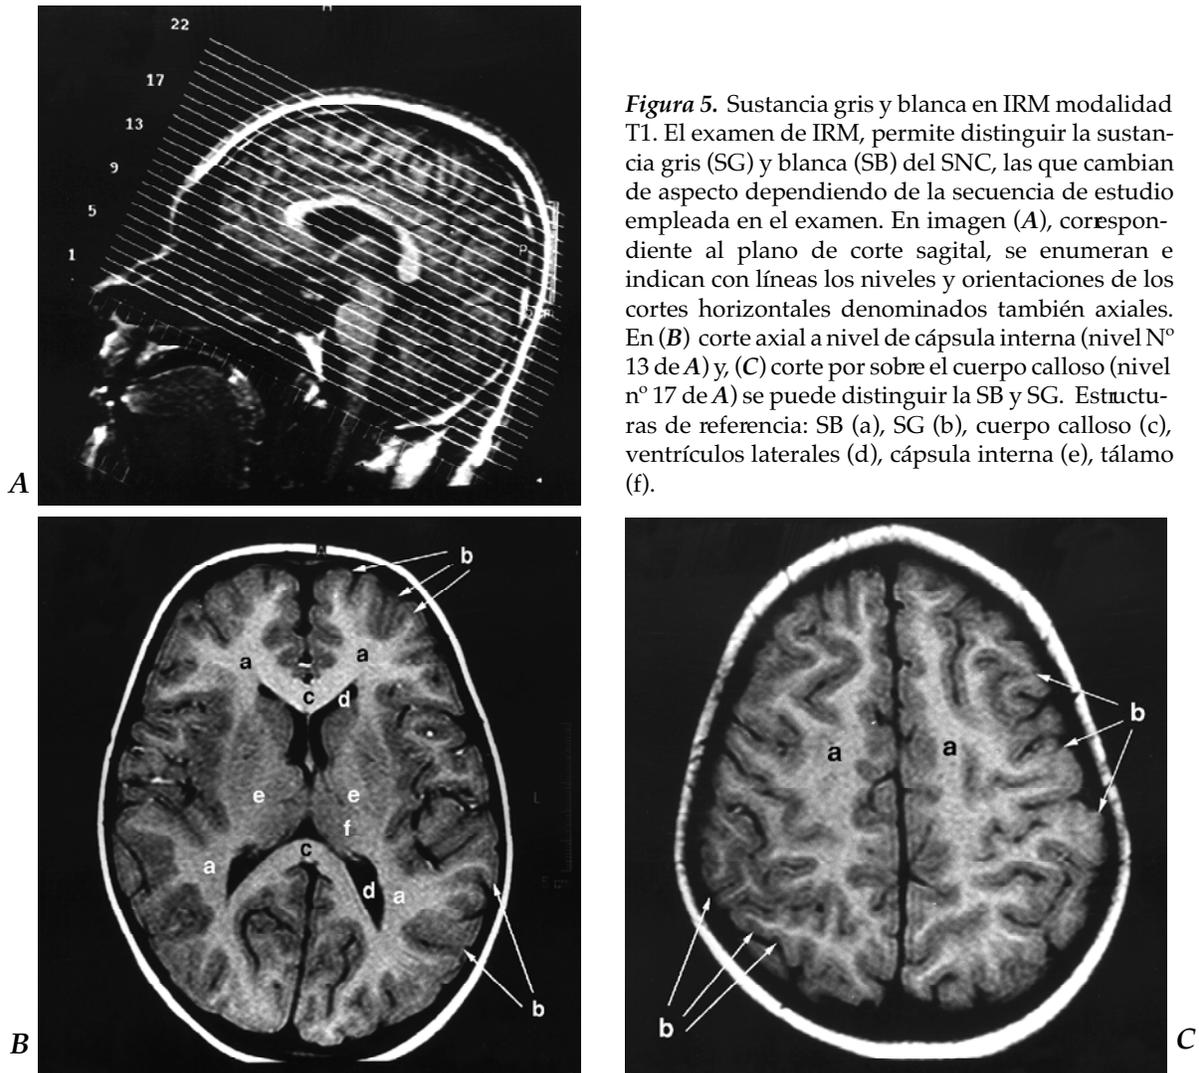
Sustancia gris y blanca en IRM modalidad T1. El examen de IRM, permite distinguir la sustancia gris (SG) y blanca (SB) del SNC, las que cambian de aspecto dependiendo de la secuencia de estudio empleada en el examen. En imagen (A), correspondiente al plano de corte sagital, se enumeran e indican con líneas los niveles y orientaciones de los cortes horizontales denominados también axiales. En (B) corte axial a nivel de cápsula interna (nivel N° 13 de A) y, (C) corte por sobre el cuerpo calloso (nivel n° 17 de A) se puede distinguir la SB y SG. Estructuras de referencia: SB (a), SG (b), cuerpo calloso (c), ventrículos laterales (d), cápsula interna (e), tálamo (f).
